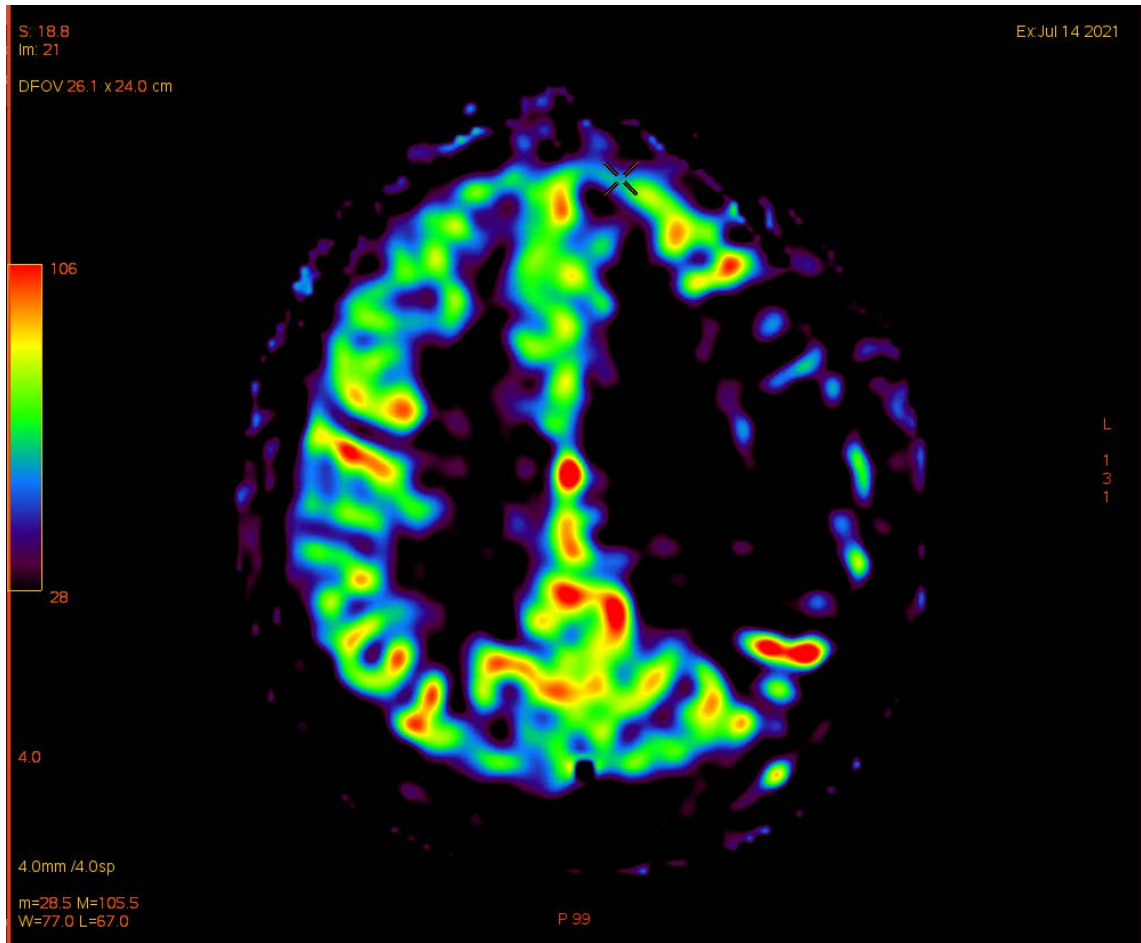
Preoperative MRI-ASL images of a patient with moyamoya disease at the central level of the hemioval
